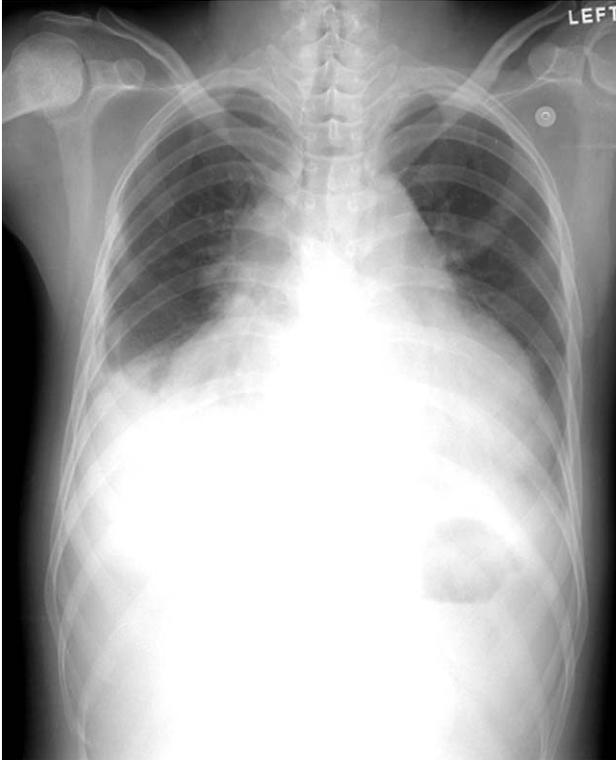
Chest Radiograph of Cardiac Tamponade. Chest radiograph shows cardiomegaly, pleural effusion and pulmonary congestion.
